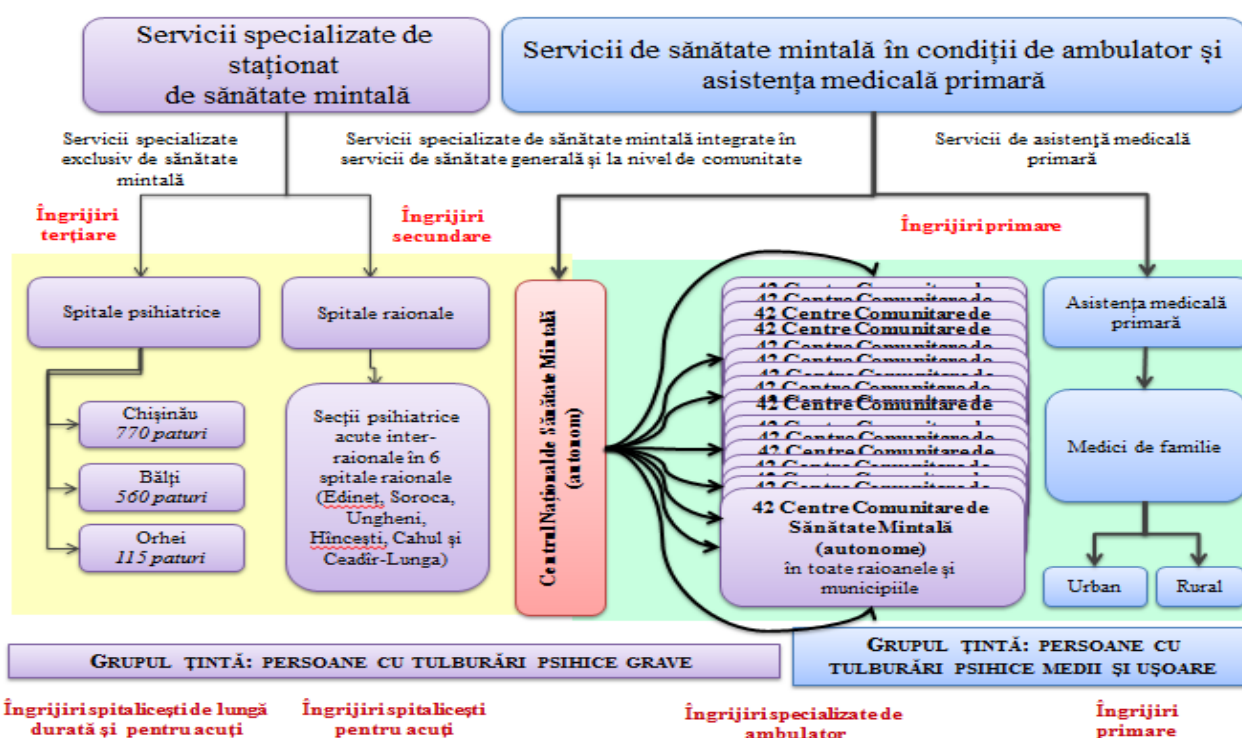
Opțiunea nr. 2 de reorganizare a serviciului de sănătate mintală în RM.
